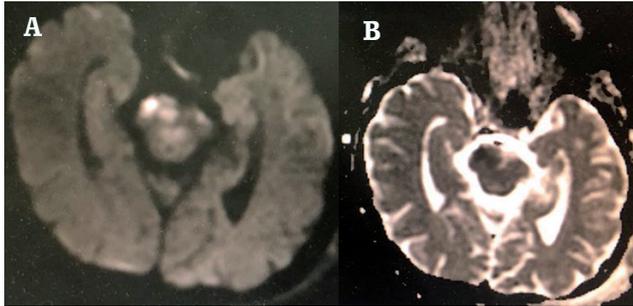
Imagen RMN cerebral 1.5T. A difusión: hiperintensa que restringe la difusión en región periventricular derecha que compromete región subcortical, superior a núcleos de la base. B: mapa de ADC con evidencia de imagen hipointensa periventricular derecha. Fuente: los autores.
